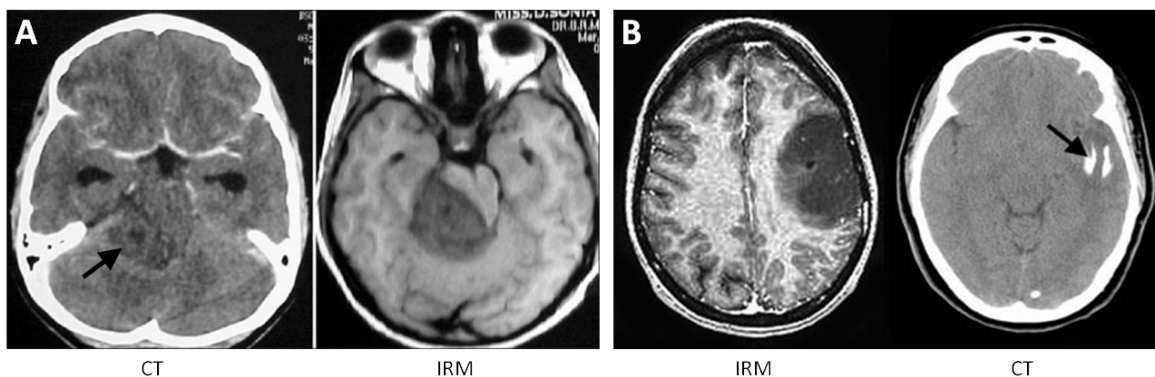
Diagnostic des gliomes par CT-scan et IRM
